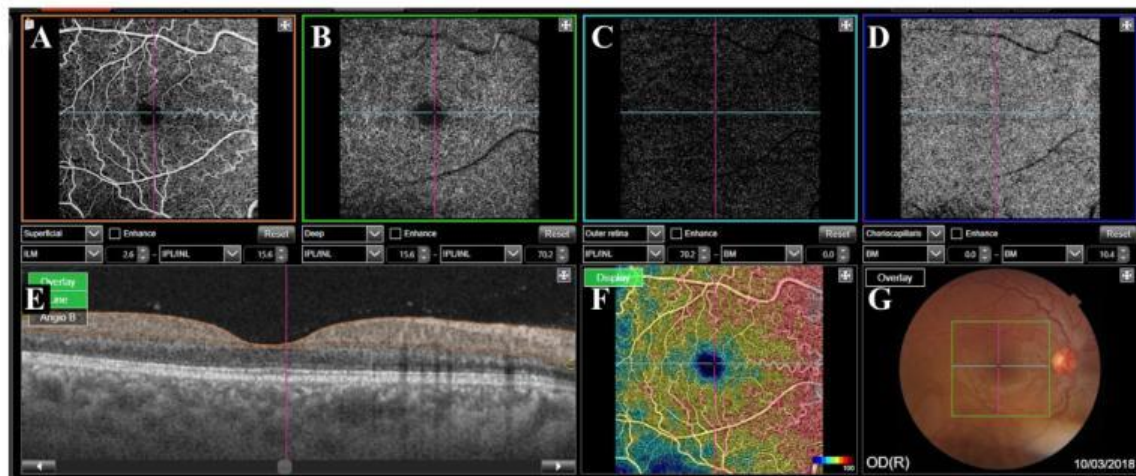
Optical coherence tomography (OCT) angiography display (Trinton, Topcon, Japan) of the macula of a patient with asymptomatic sickle cell disease. (A) Superficial capillary plexus; (B) deep capillary plexus; (C) outer retina; (D) choriocapillaris; (E) OCT B-scan presenting the segmentation of the analyzed area (orange); (F) vascular density map of the selected area; (G) analyzed area represented over the patient's color fundus photography. (For interpretation of the references to color in this figure legend, the reader is referred to the web version of this article.)
